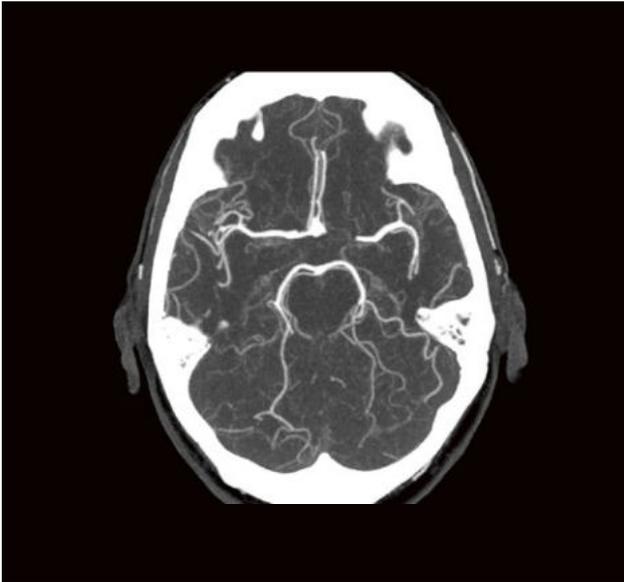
MIP-Rekonstruktion einer intrakraniellen UHR-CTA des in Abbildung 3 dargestellten Acom-Aneurysmas in axialer Schnittführung.
